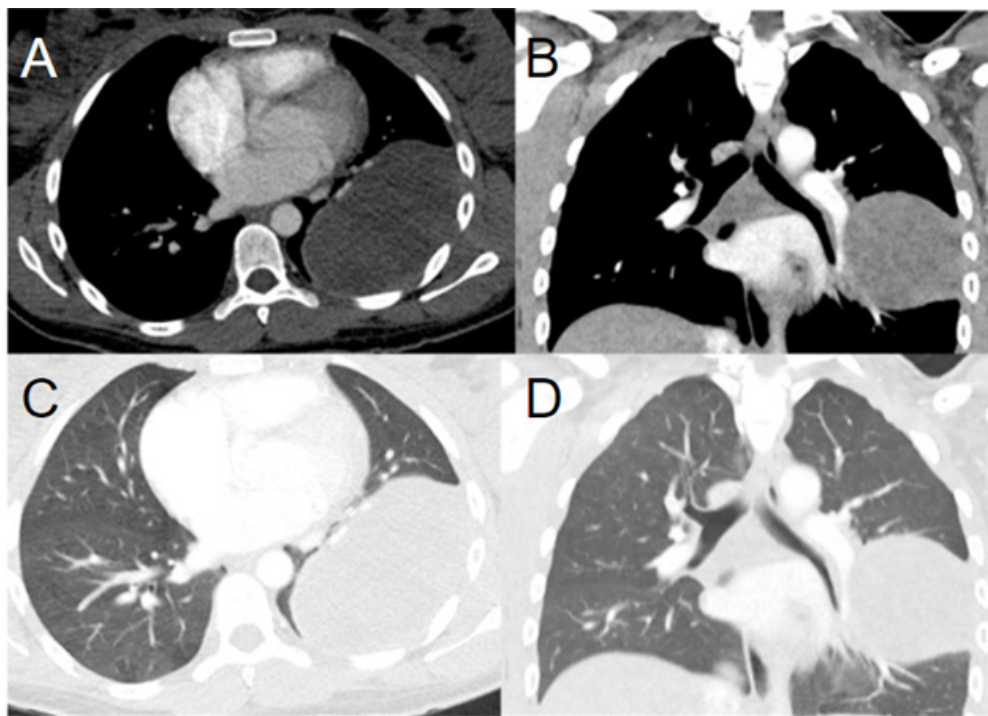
Tomografía de tórax con contraste, ventana mediastino axial (A) y coronal (B), ventana pulmón axial (C), ventana pulmón coronal (D). Masa hipodensa, heterogénea, ovalada de bordes lisos y definidos, forma ángulo agudo con el parénquima pulmonar el cual la rodea casi en su totalidad, que indica localización intrapulmonar en el lóbulo inferior izquierdo y condiciona desplazamiento del bronquio para este lóbulo sin colapsarlo.
